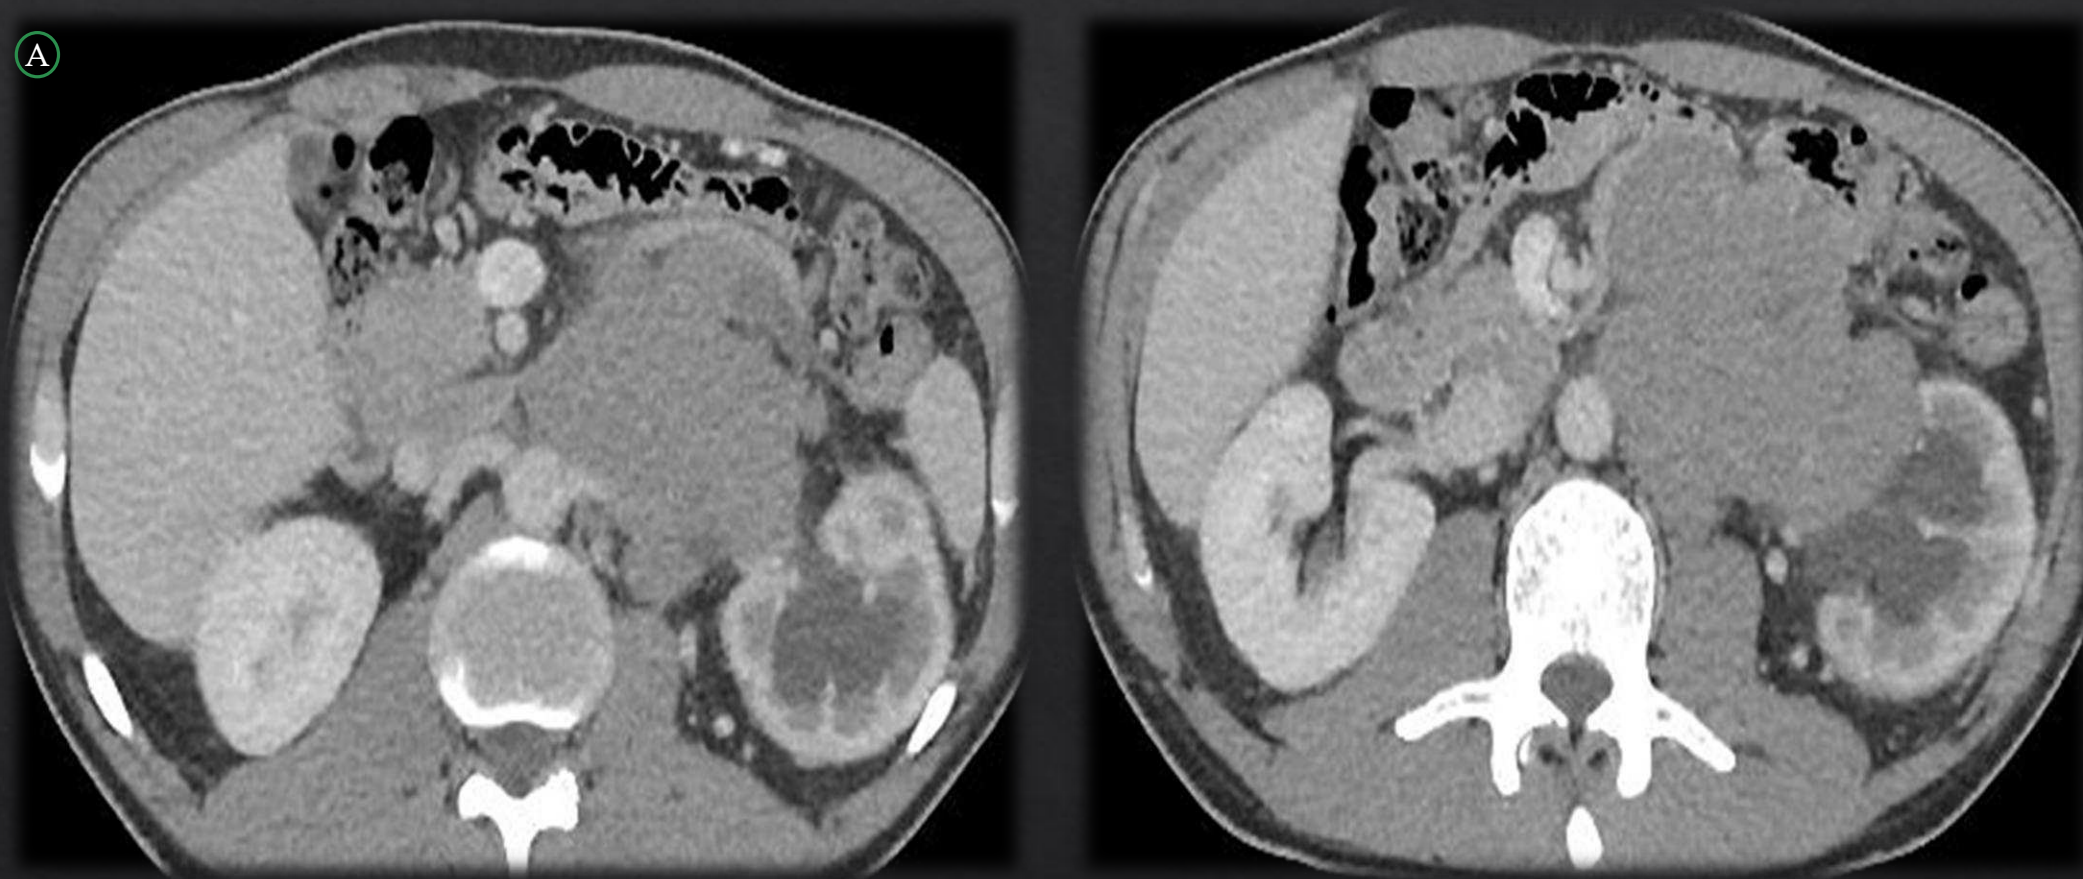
A. TC abdominopélvica con contraste endovenoso en fase portal, con dos reconstrucciones en plano coronal y otra sagital. Voluminosa masa/conglomerado adenopático metastásico paraaórtico izquierdo que se sitúa inmediatamente caudal a la vena esplénica hasta L4. Engloba la arteria y vena renal izquierdas, la ultima afilada mal delimitada, en probable relación con infiltración. Ocupa y desplaza el hilio renal izquierdo, contacta con la cara medial del riñón, condicionando desplazamiento lateral y posterior, así como retraso del nefrograma y pielograma, con dilatación pielocalicial.
